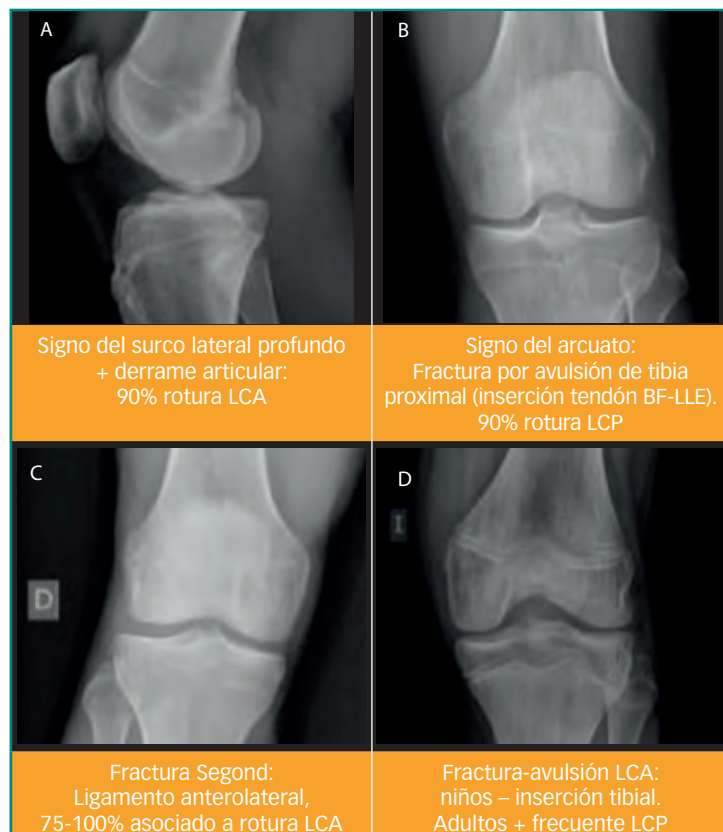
Hallazgos en radiografía simple característicos de roturas ligamentarias en la rodilla.
